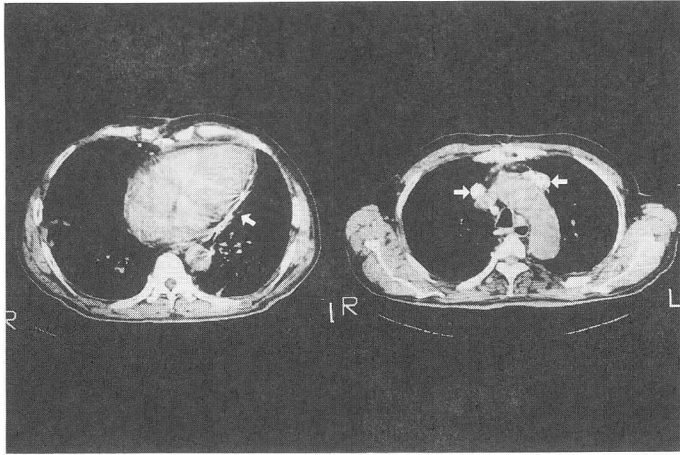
入院時胸部CT像：心膜石灰化（矢印）と縦隔リンパ節の腫大および石灰化を認める（矢印）。
